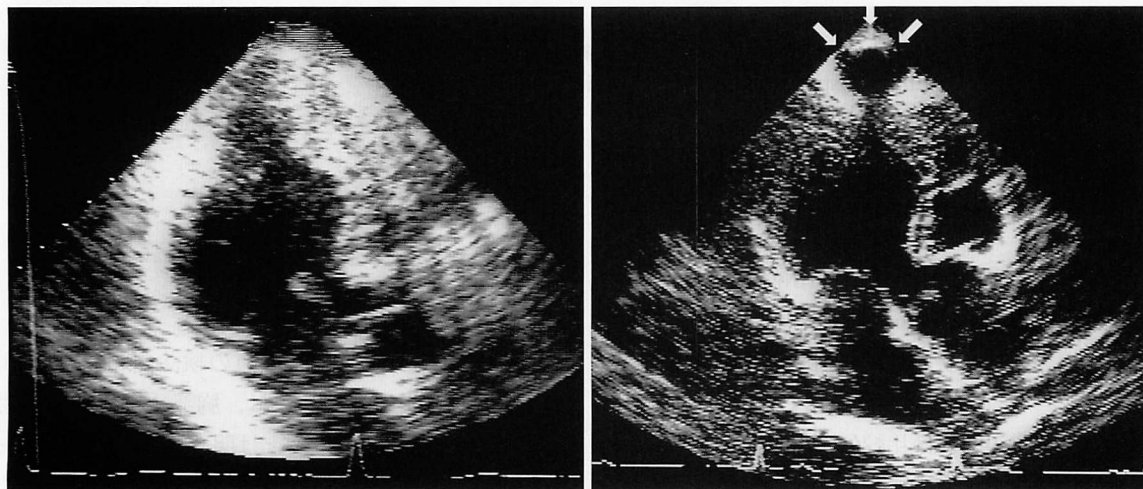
Serial changes of echocardiograms from the apical approach
